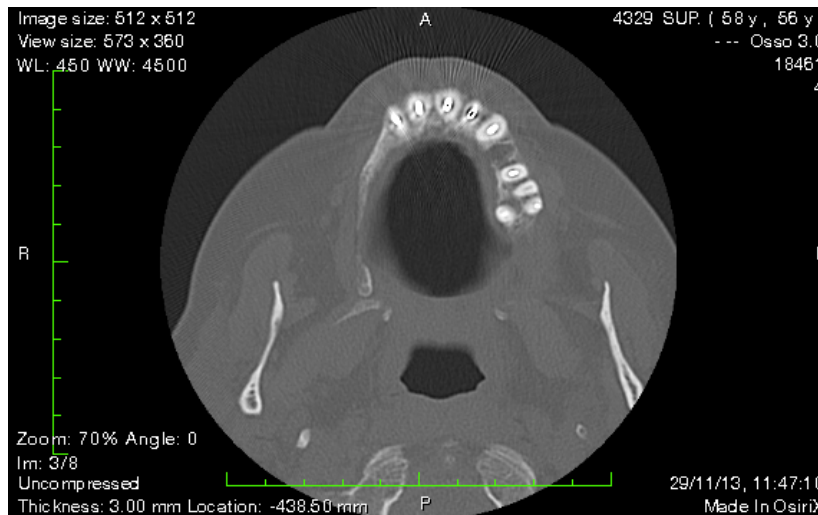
TAC maxilar em corte transversal. Note-se a área edêntula do 1º quadrante e ausência do dente 24.
